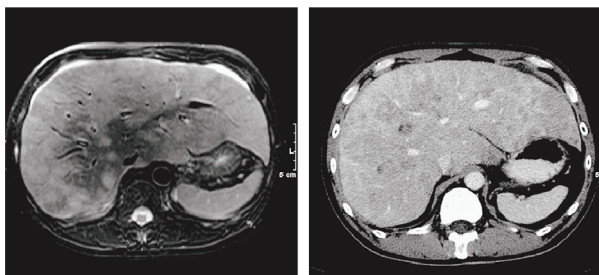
計測方法の違いのみで一見「進行」と見えてしまう、同じ病変の CT と MRI
